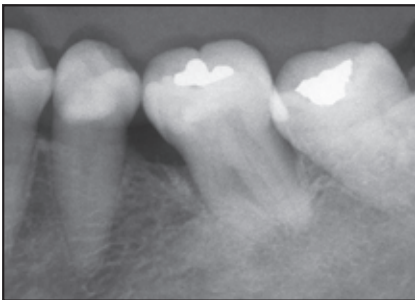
Röntgenaufnahme nach drei Jahren mit unveränderter Röntgendichte.
